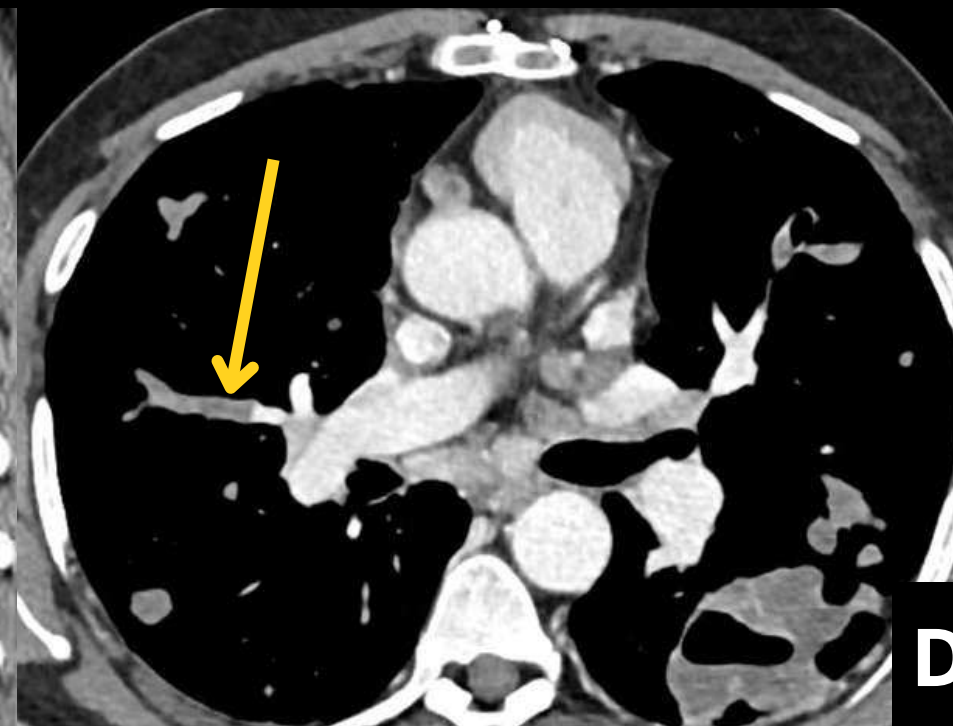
Imágenes de TC de un paciente con hidatidosis pulmonar, pericárdica y hepática conocida en diferentes momentos. Obsérvese en B la fistulización a bronquiolos de 2 de las lesiones pulmonares (flechas rojas), y en D, E y F la aparición de niveles hidroaéreos en el interior de estas lesiones, así como la ocupación de ramas subsegmentarias de las arterias pulmonares (TEP hidatídico, producido por el paso del gusano a la circulación pulmonar, flechas amarillas). En G se aprecia la calcificación de estas lesiones.
